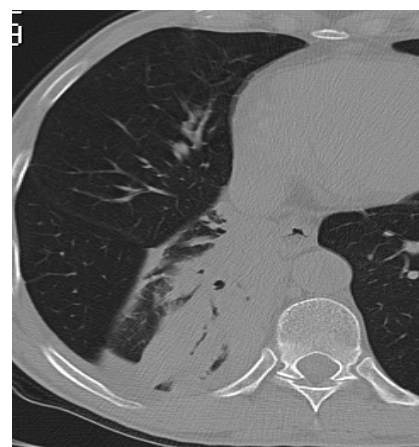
Скан КТ органов средостения 13.09.2011 г. Рис.7. Скан КТ легких 13.09.2011 г.
